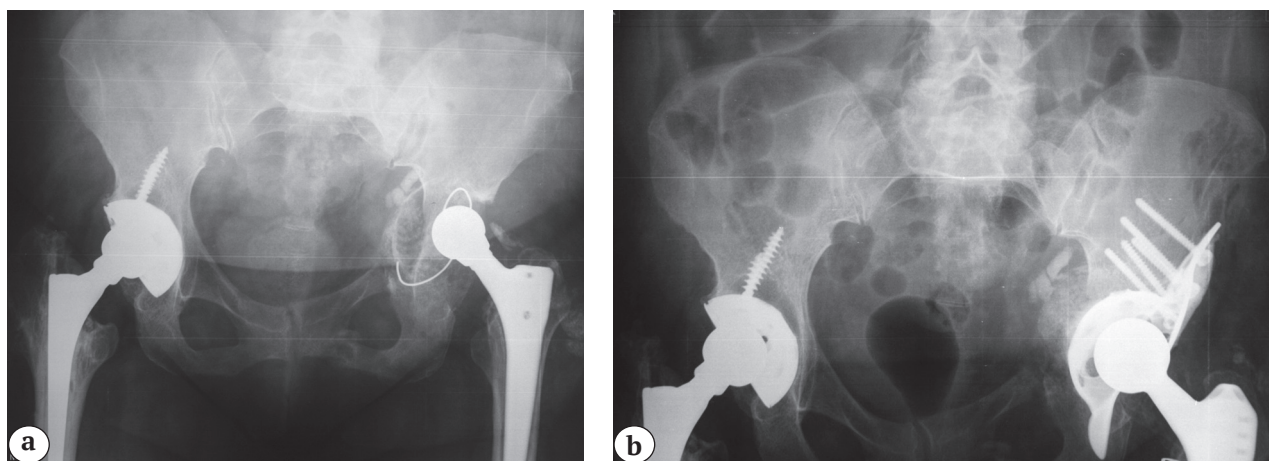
Рентгенограммы пациентки 52 лет с дефектом IIc типа: а — при поступлении; б — после ревизии
